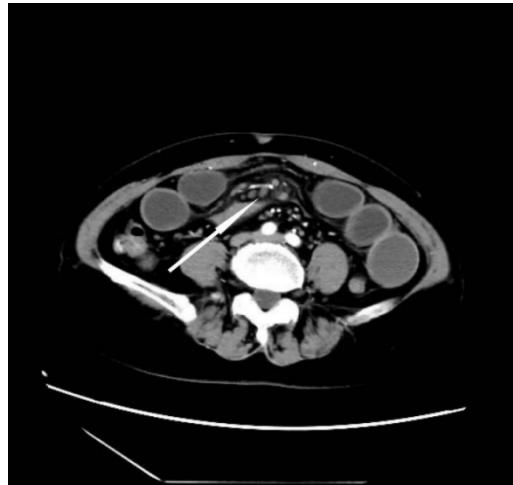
盆腔CT轴位其内见多发小淋巴结影(白箭头)
